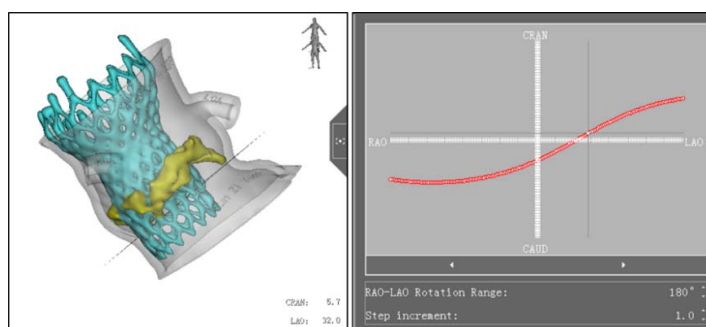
Preoperative CTA evaluation (in S-curve, the Angle of the left crown tangent was determined as LAO32 CRA6)
